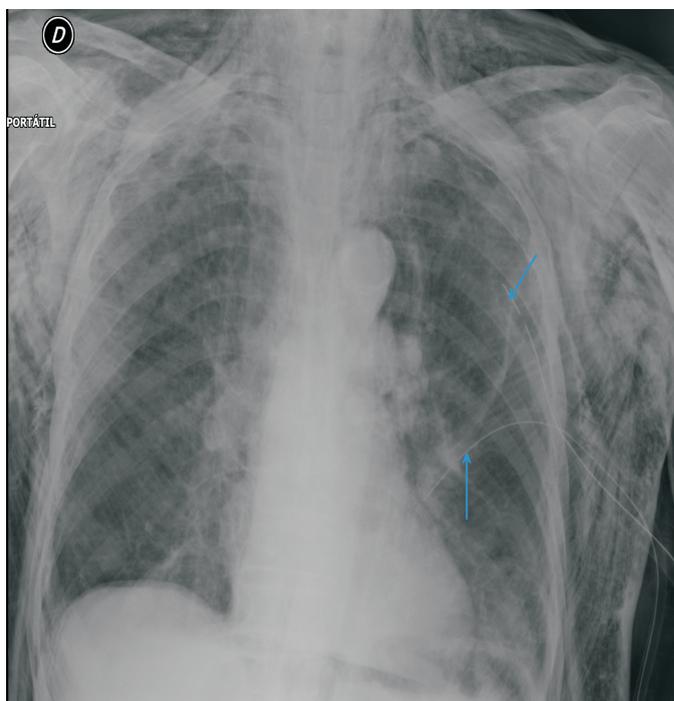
Se objetivan los dos tubos de tórax (las flechas) y el enfisema subcutáneo en otra radiografía de control, tras la colocación del segundo tubo
